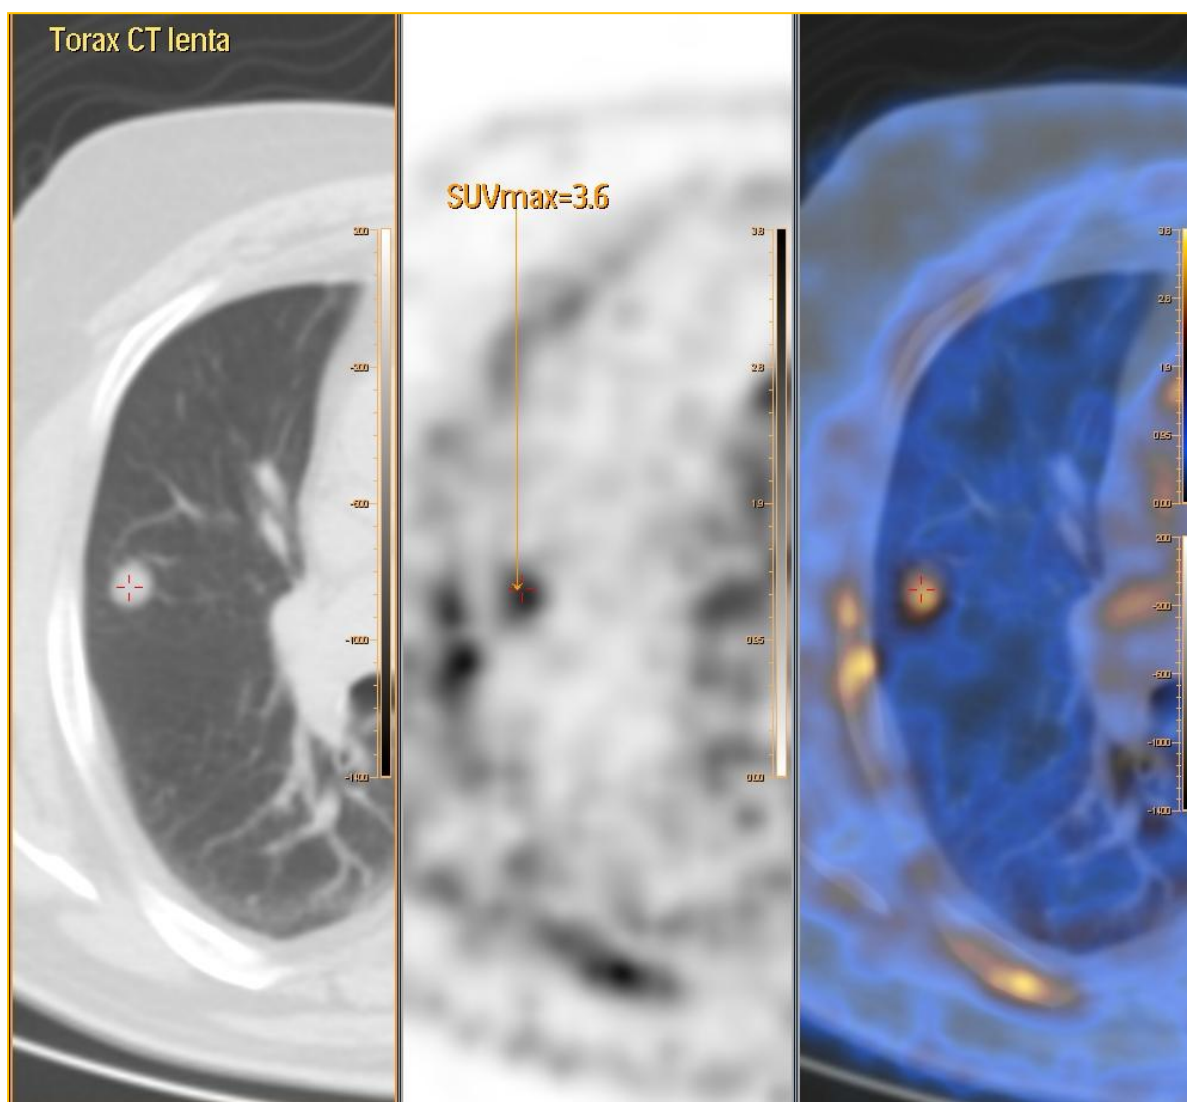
Paciente com nódulos pulmonares solitários com $SUV_{max}=3,6$ medido a partir da aplicação Fusion Viewer da Philips.
